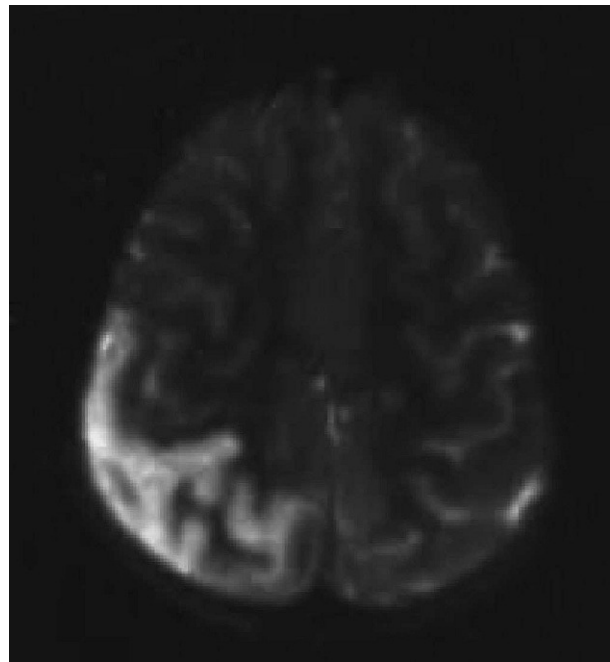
RM cerebral (3 días después a la crisis convulsiva). Hiperintensidad de señal en T2 parieto occipital derecho en relación a accidente cerebrovascular agudo isquémico.
